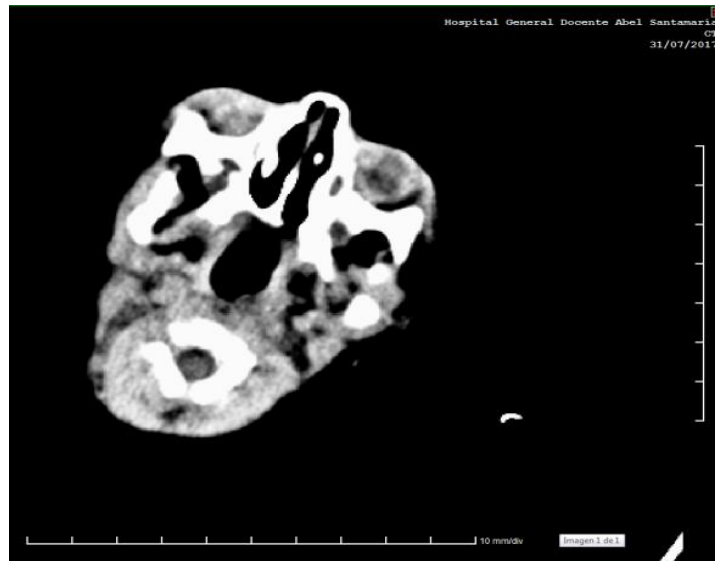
TAC de cráneo. Malformaciones severas en ambos oídos externos, medios bilaterales y de oído interno izquierdo
